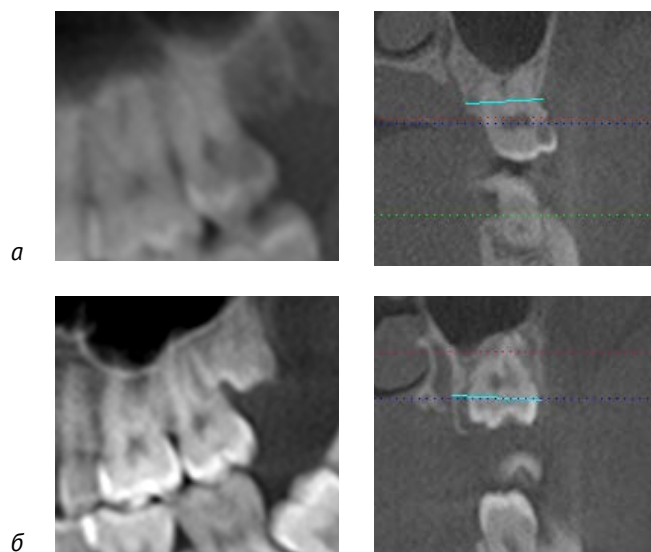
Фрагменты КЛКТ-томограмм верхних челюстей. Анатомо-топометрические особенности строения альвеолярного отростка верхней челюсти в области бугра с учетом объема и высоты альвеолярного отростка при прорезавшихся третьих молярах (а) и их ретенции (б).
